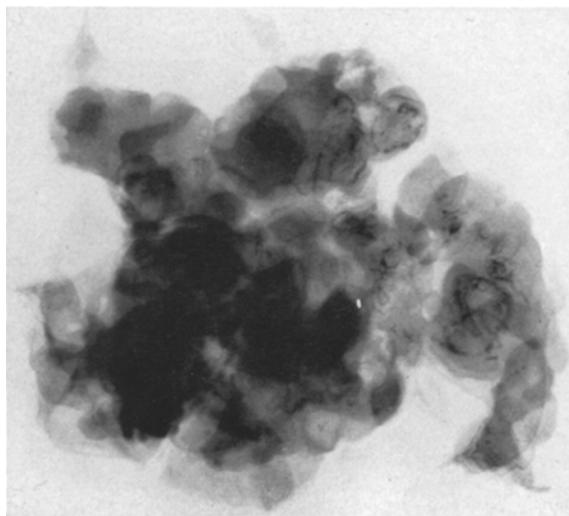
Röntgenaufnahme des Plexus-Tumors mit dichten und feinen streifenförmigen Verschattungen.
